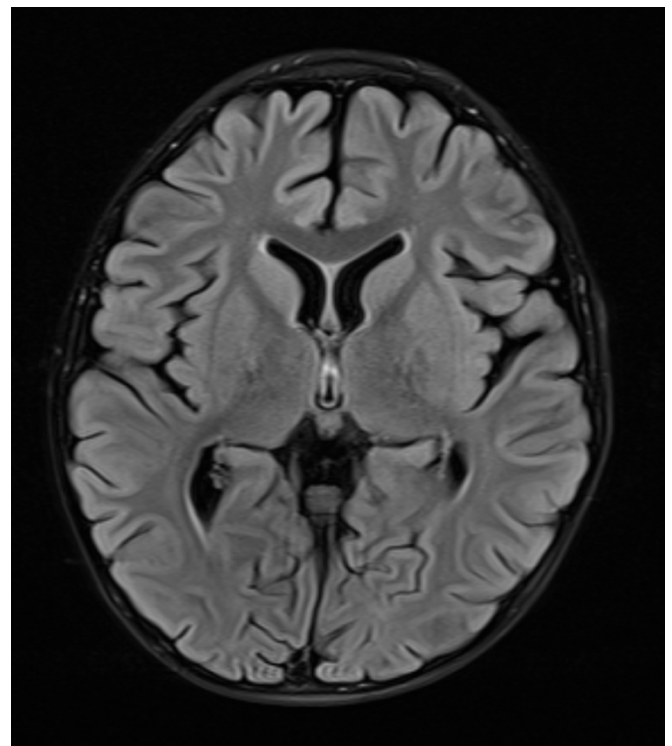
Beispiel Atrophie 3: Grad 3 – FLAIR
